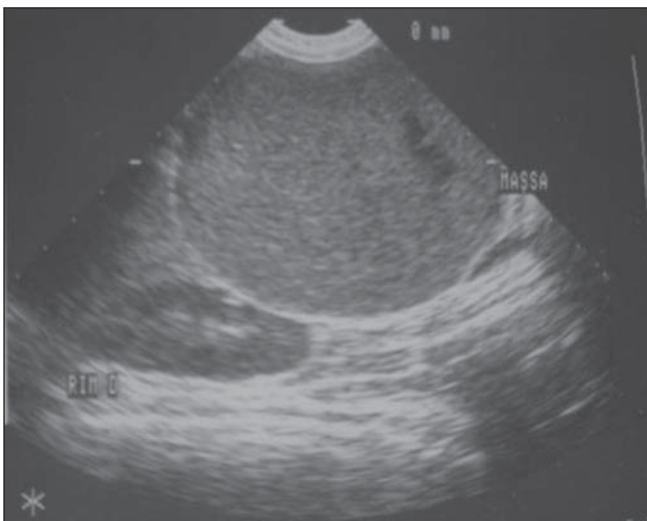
Ultra-sonografia mostra massa bem delimitada, discretamente heterogênea, entre o fígado e o rim direito.
